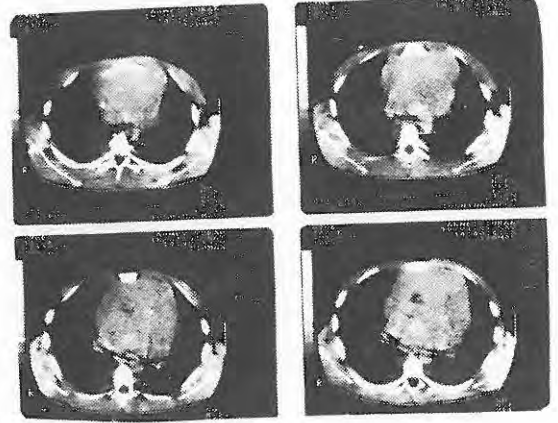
BT'da sol hemitoraksta, arka mediastende lokalize, sol ana bronş komşuluğunda kistik lezyon
